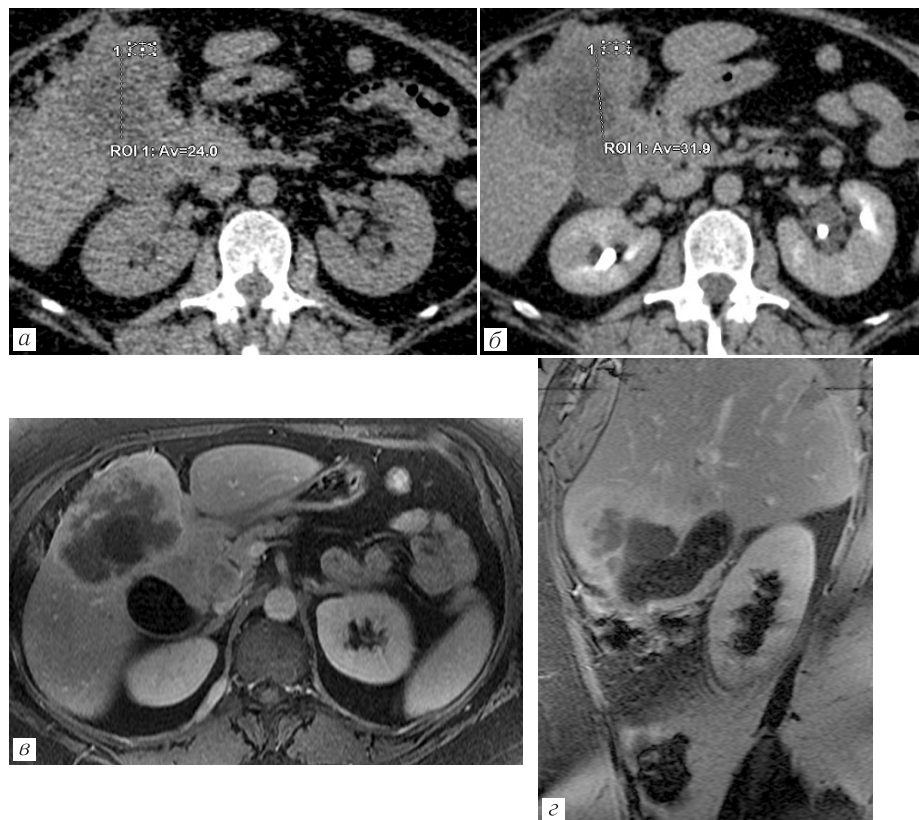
а, б — КТ при нативном сканировании и в выделительную фазу соответственно; незначительное накопление контрастного препарата; в, г — МРТ, аксиальный срез T1+C и сагиттальный срез T1+C соответственно: неоднородное накопление парамагнитного контрастного препарата опухолевыми массами
